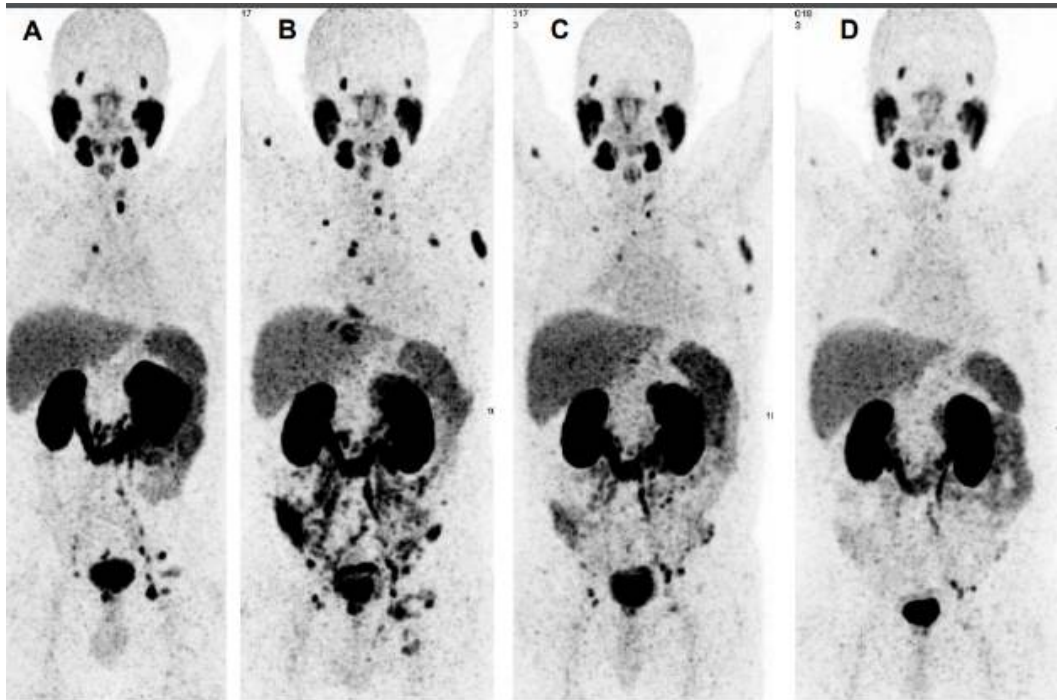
TEP/TDM 68Ga-PSMA avant et après la RLT
